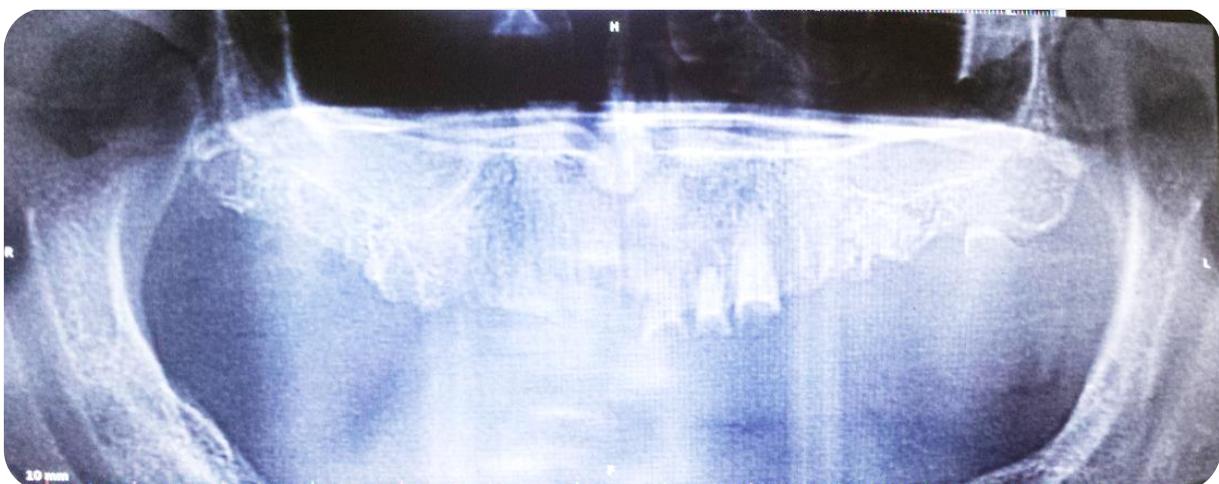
Radiographie panoramique après quelques extraction.
